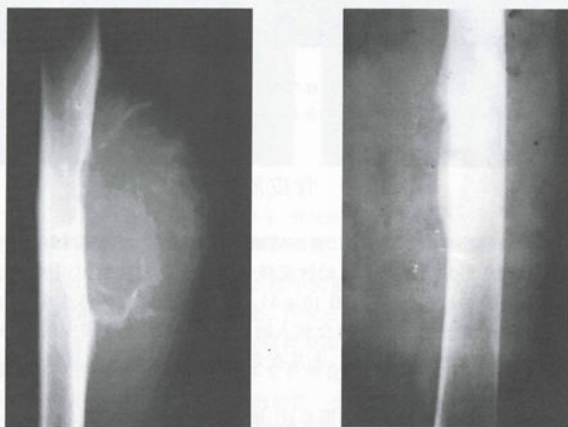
骨膜型动脉瘤样骨囊肿 X 线平片
